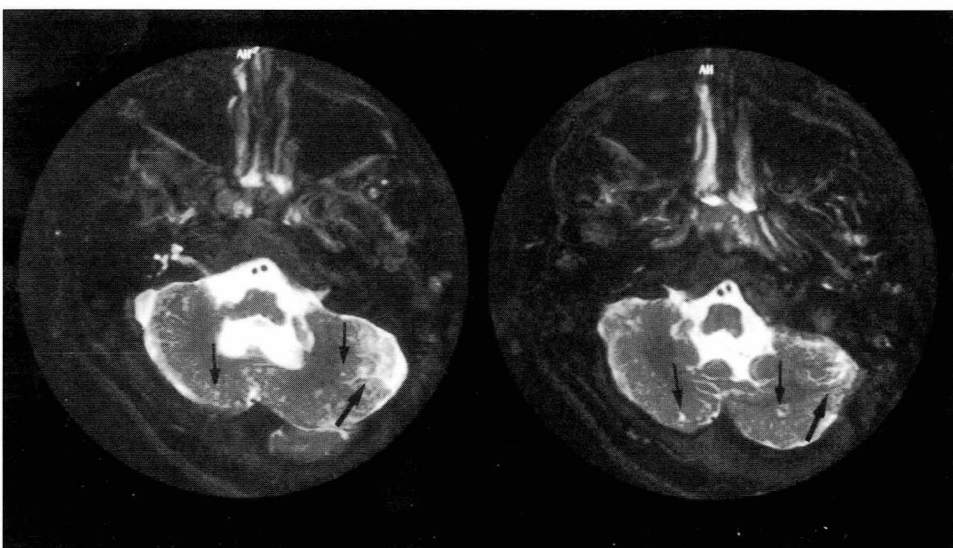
Axial T2-weighted images of the midportion of the cerebellum of case 2 at 10 years 3 months. The left portion of the cerebellum reveals disorganized folia (thick arrow). There are some round cystic lesions (thin arrows).
